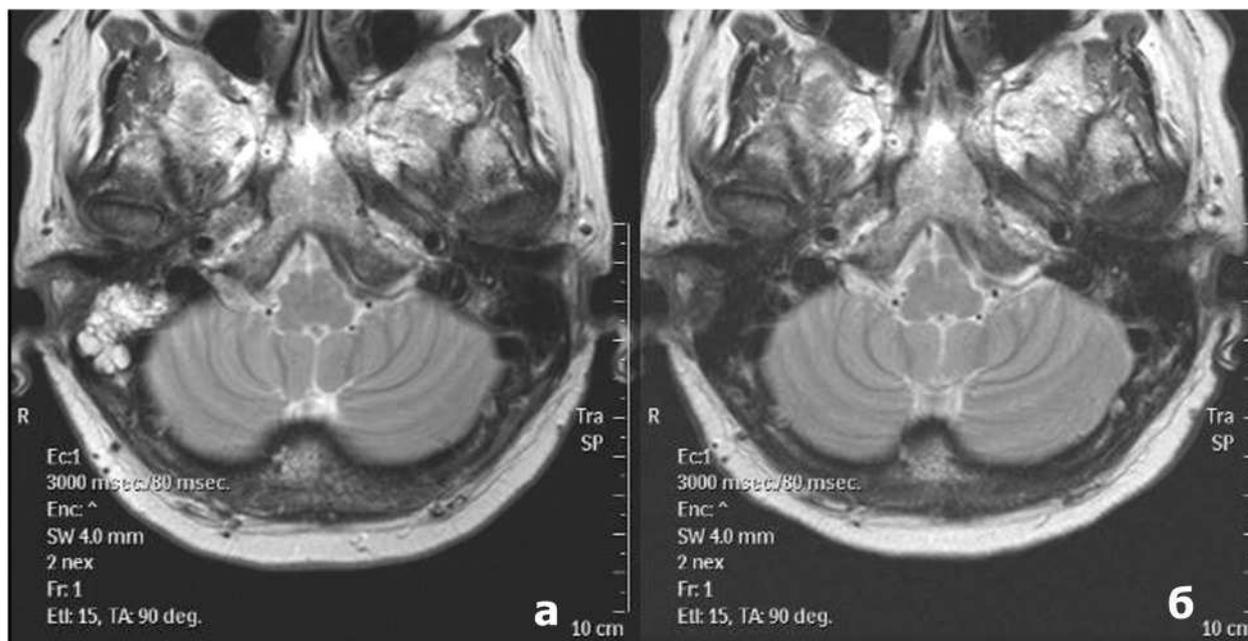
МРТ больной Л. до и после операции: а – до операции выявляется изменение интенсивности МР-сигнала пирамиды правой височной кости в виде повышения на T2ВИ и flair с отсутствием четкой дифференцировки клеток сосцевидного отростка; б – через 1,5 года после операции отмечается нормализация воздухоносности пирамиды правой височной кости и клеток правого сосцевидного отростка в виде отсутствия патологического изменения интенсивности МР-сигнала.
